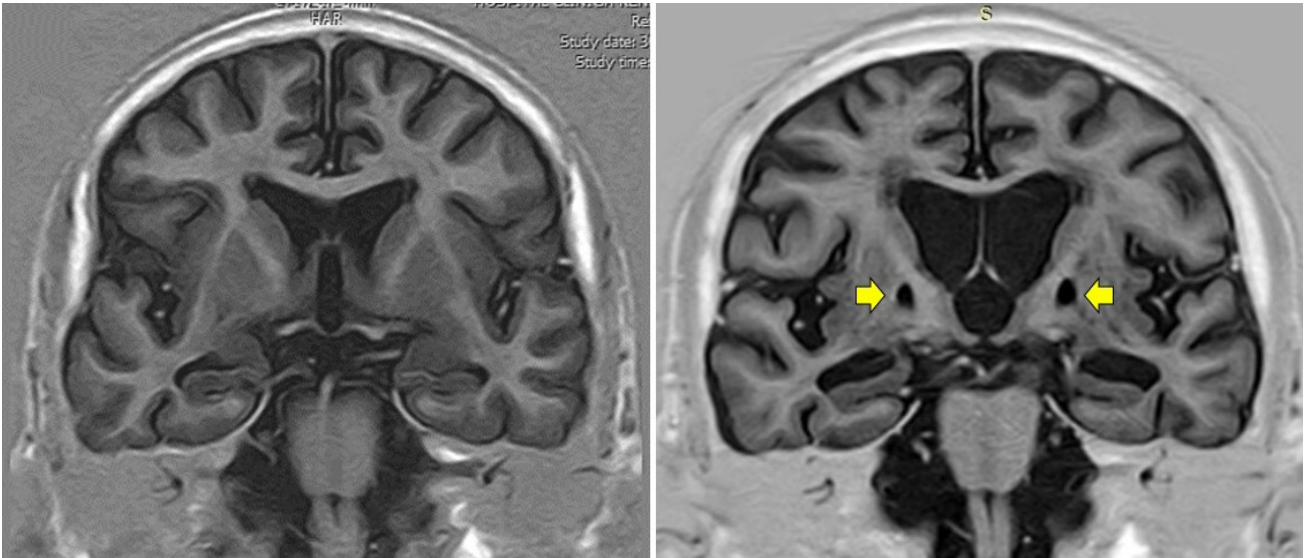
T1-weighted inversion-recovery sequence in the coronal plane before (left) and six month after (right) the event. Bilateral necrosis of the globus pallidus as well as marked cerebral atrophy (including hippocampi) is evident in the post-event MRI.
